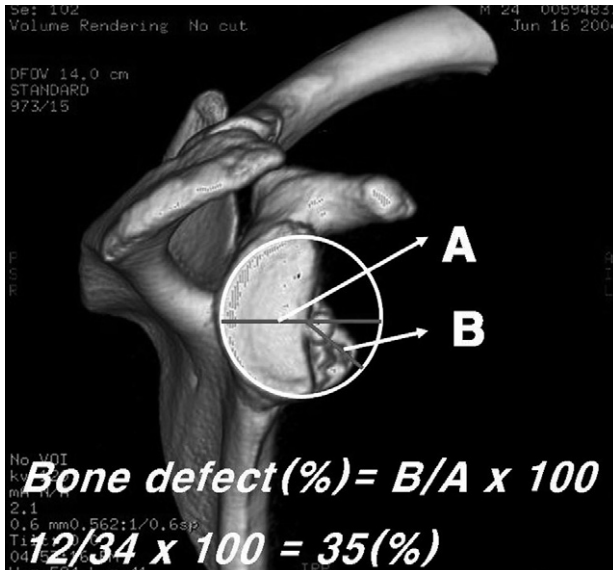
3D CT scan of 23-year-old male show a severe glenoid bone defect (35%).
